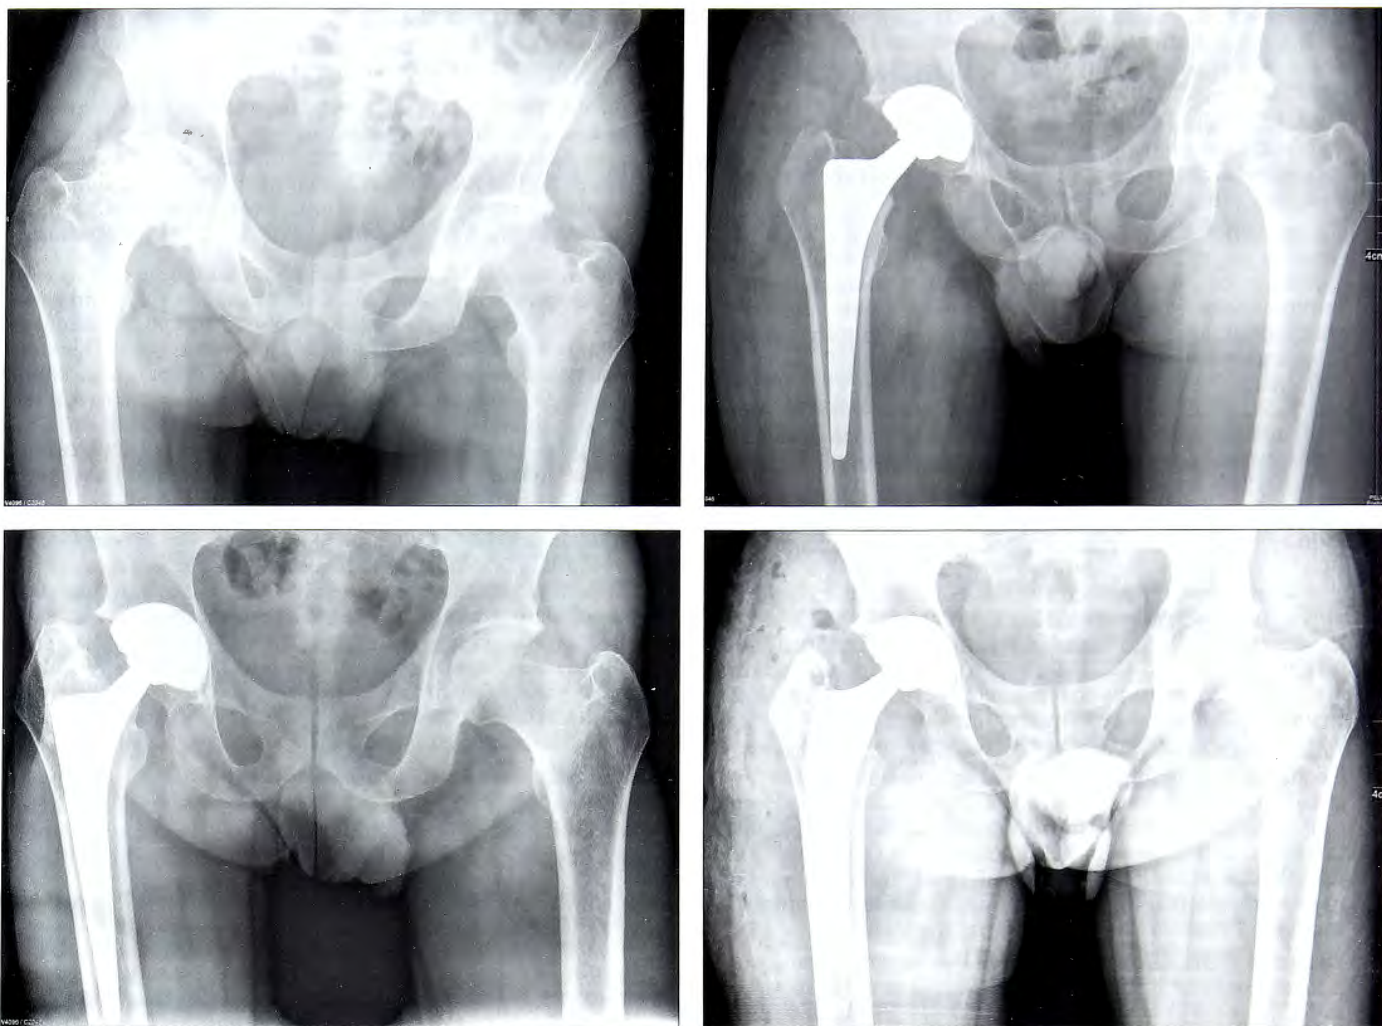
Рентгенограммы больного Ю. 41 года.
